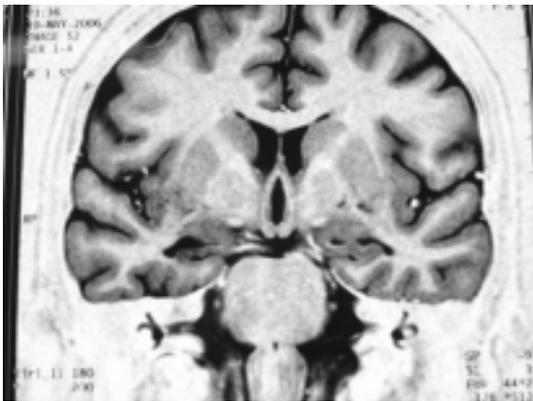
RM de encéfalo, mostrando atrofia hipocampal direita.
